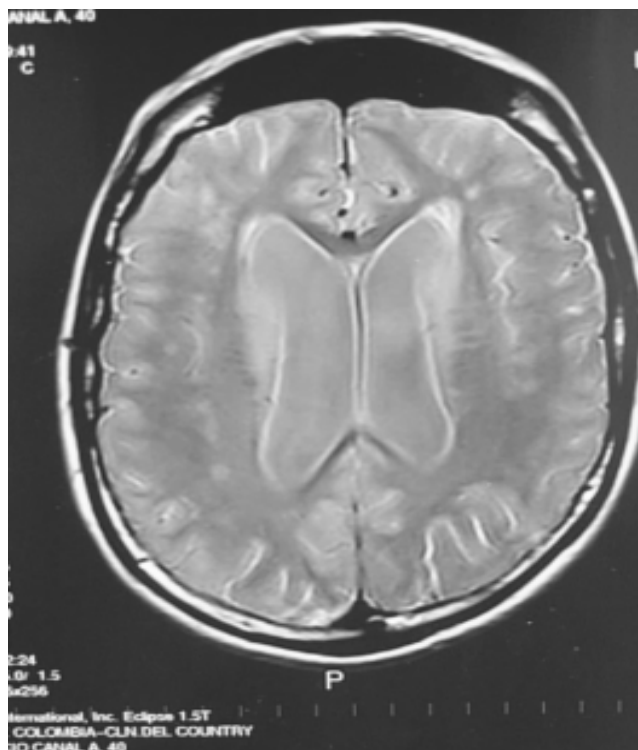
RMN de Caso 1 la cual muestra dilatación asimétrica y comunicante de ventrículos.
